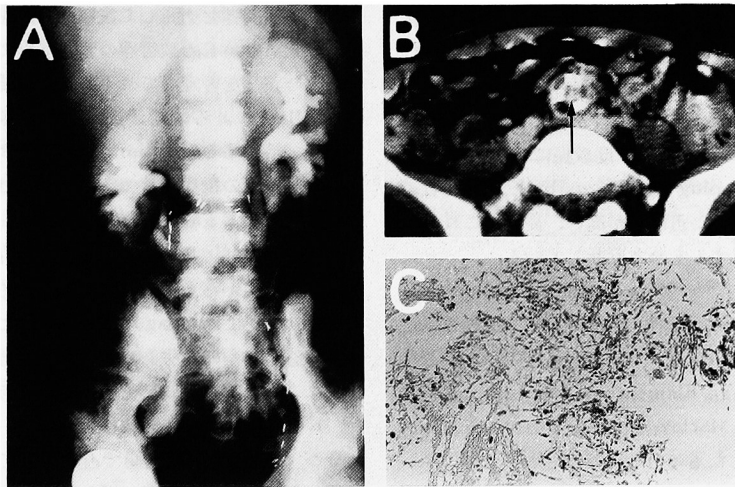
Case 9. A, DIVP at colic attack shows bilateral hydronephrosis. B, CT scan reveals soft mass (arrow) in the afferent nipple. C, section of obstructing mass shows clusters of fungi. (Reduced from $\times 100$)
